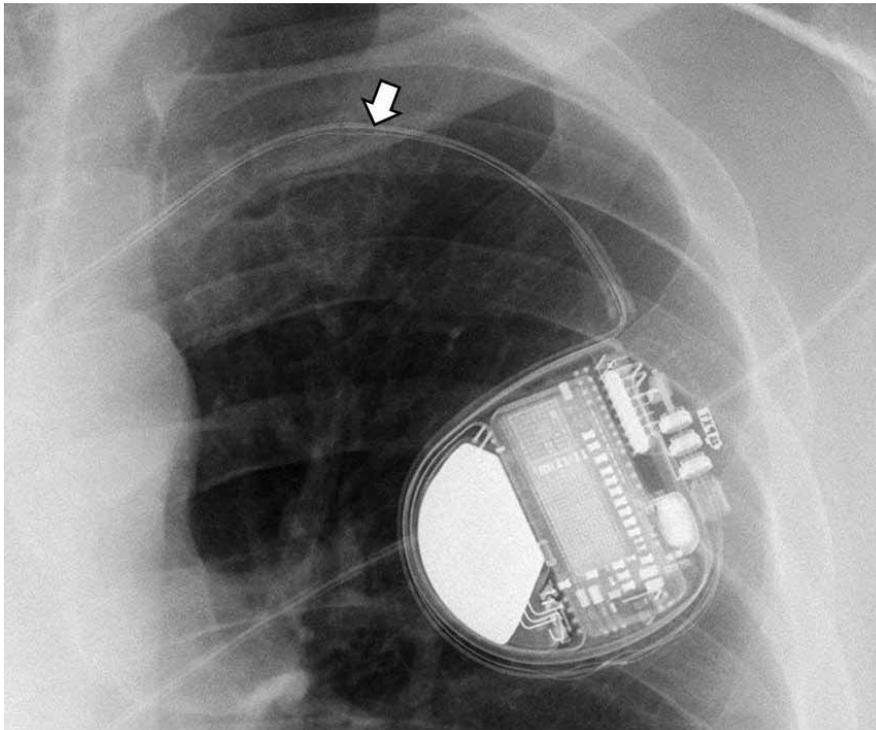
Radiographie de face du thorax
